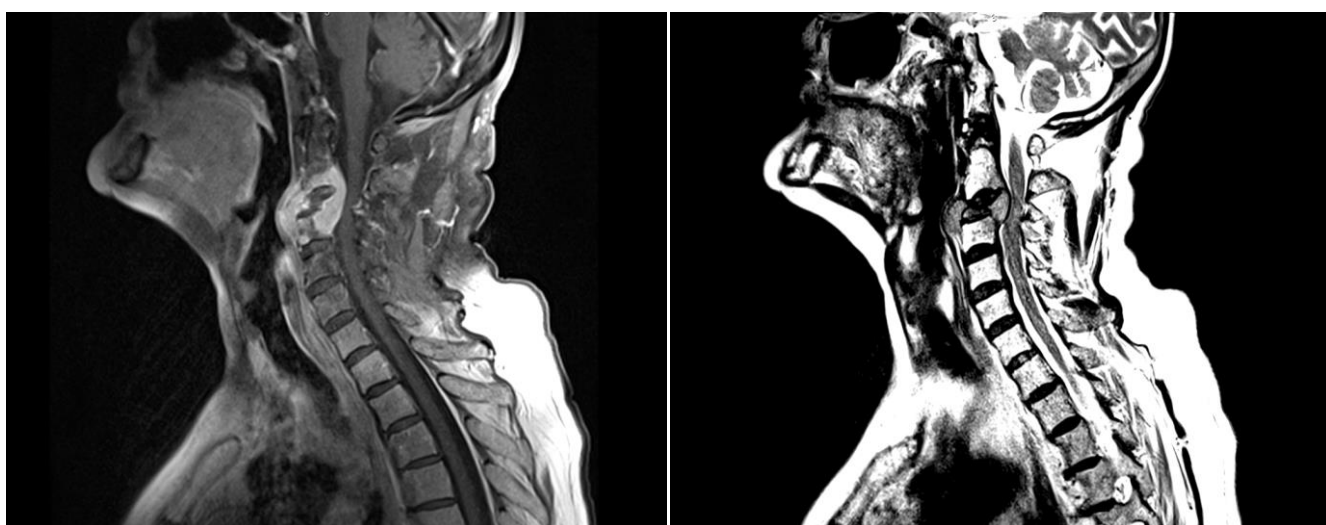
Fig. 2. MRI odcinka szyjnego kręgosłupa. Przebudowa nowotworowa trzonu kręgu C3 z naciekiem sąsiednich struktur i ekspansją w kierunku kanału kręgowego.
